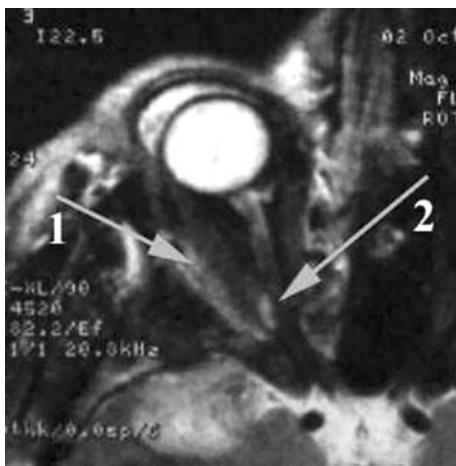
МРТ правой глазницы. Т2-взвешенное изображение. Определяется ретробульбарная гематома (1), гематома оболочек правого зрительного нерва (2).
